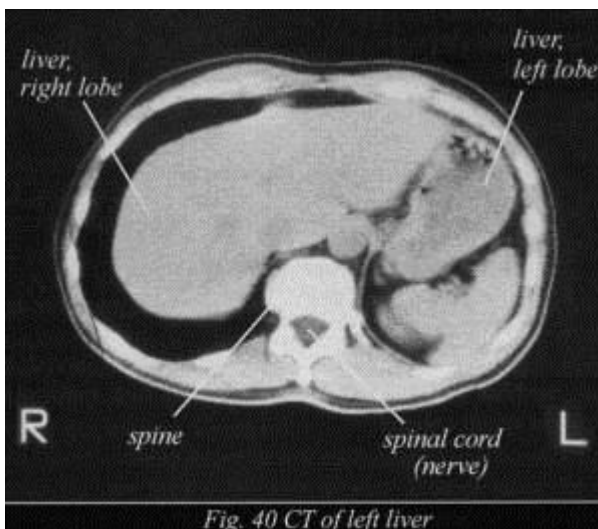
CT of left liver
